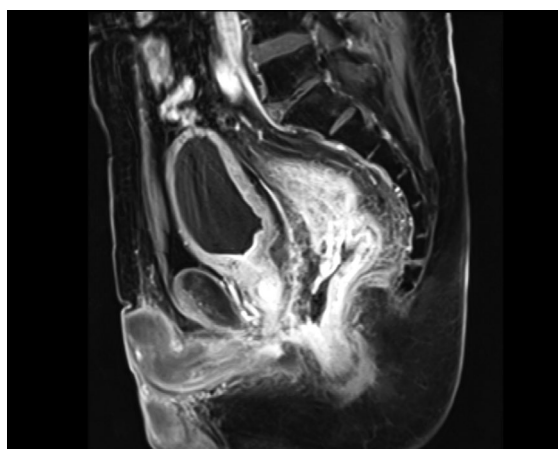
Магнитно-резонансная томография малого таза: диффузное утолщение стенки прямой кишки с сужением просвета, реактивный отёк мезоректальной клетчатки; веретеновидный затёк диаметром 10×15 мм протяжённостью 45 мм, распространяющийся в воспалительном инфильтрате вдоль передней стенки кишки
